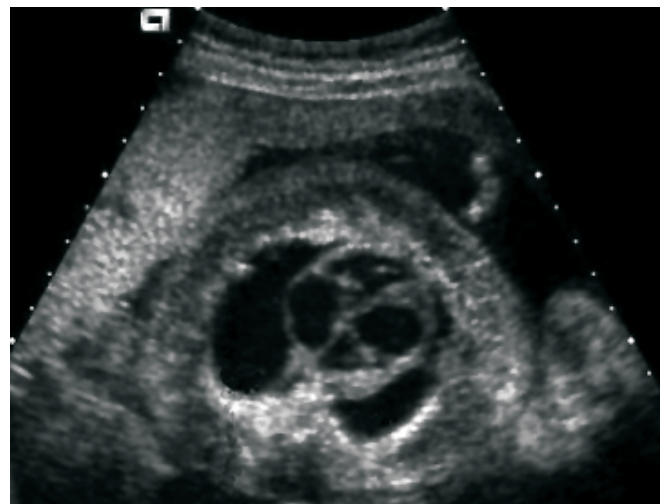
Ecocardiograma fetal de paciente de 22 semanas en situación de hidrops (edema y derrames generalizados). En la imagen se objetiva cardiomegalia global, con derrame pleural bilateral y edema subcutáneo. Frecuencia ventricular: 50 lpm.
